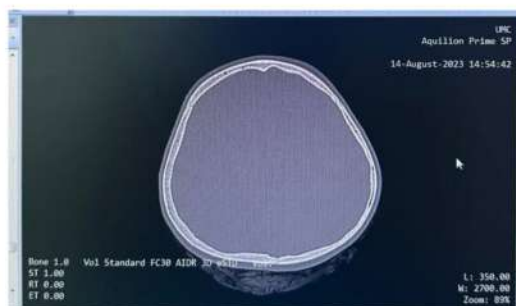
КТ головного мозга, костный режим
